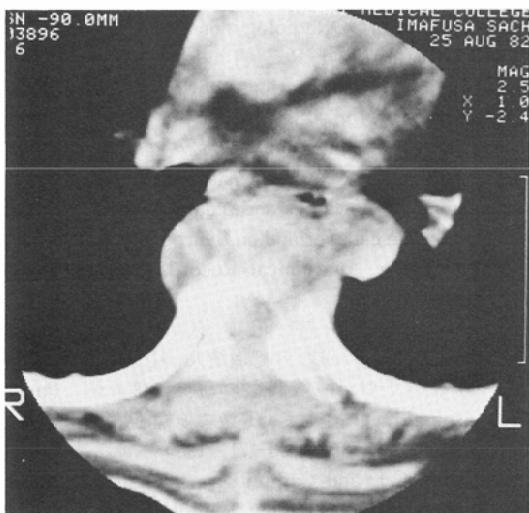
(d) CT scan at the level of right paravertebral mass.
